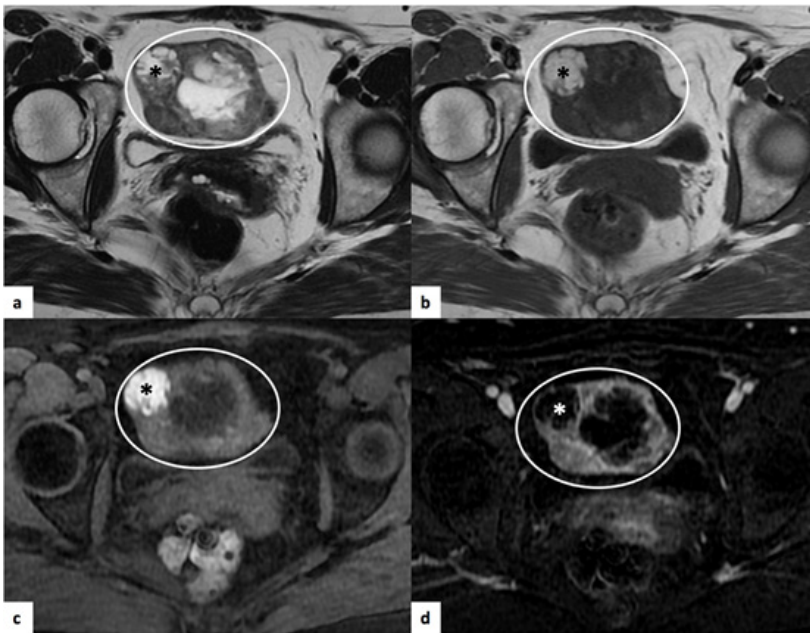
“Struma ovarii” do ovário direito. RM pélvica de mulher de 46 anos. (a) Sequência axial T2 onde se observa volumosa lesão com características mistas (círculo), com componentes sólidos e quísticos heterogêneos. (b) Sequência axial T1, onde se identifica área de hipersinal espontâneo (*), que não apresenta perda de sinal na sequência T1 com supressão de gordura (c), correspondendo assim a área de hemorragia. No estudo pós contraste – axial T1 SPAIR (d) verifica-se realce do componente sólido.
